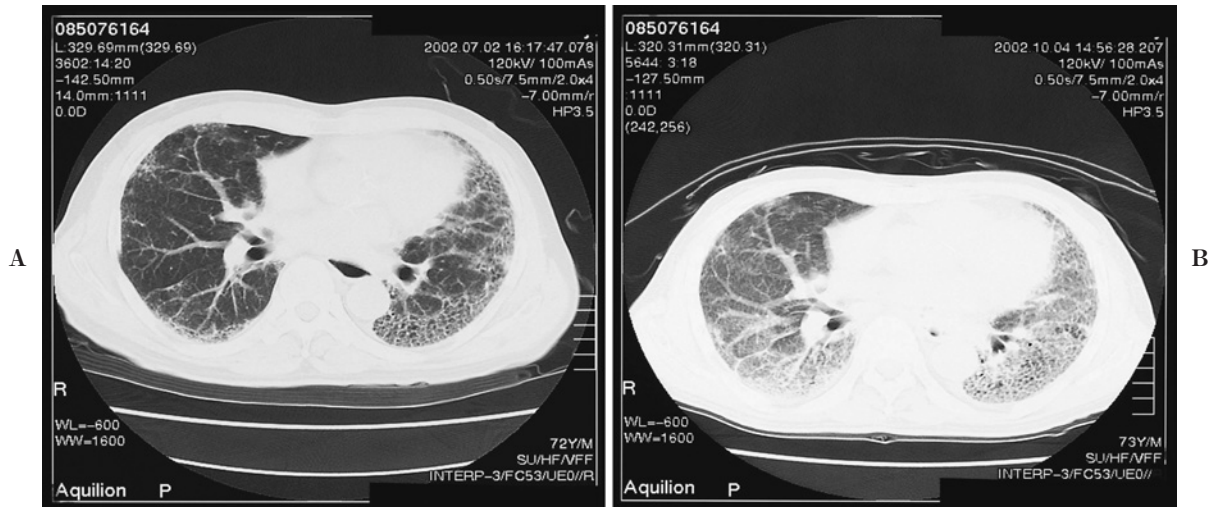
Severe lung injury due to gefitinib. A. Pretreatment CT: Chronic interstitial pneumonia (UIP pattern) is seen. B. CT at disease onset: Extensive areas with ground-glass attenuation are seen. Gefitinib may cause acute exacerbation of UIP.
